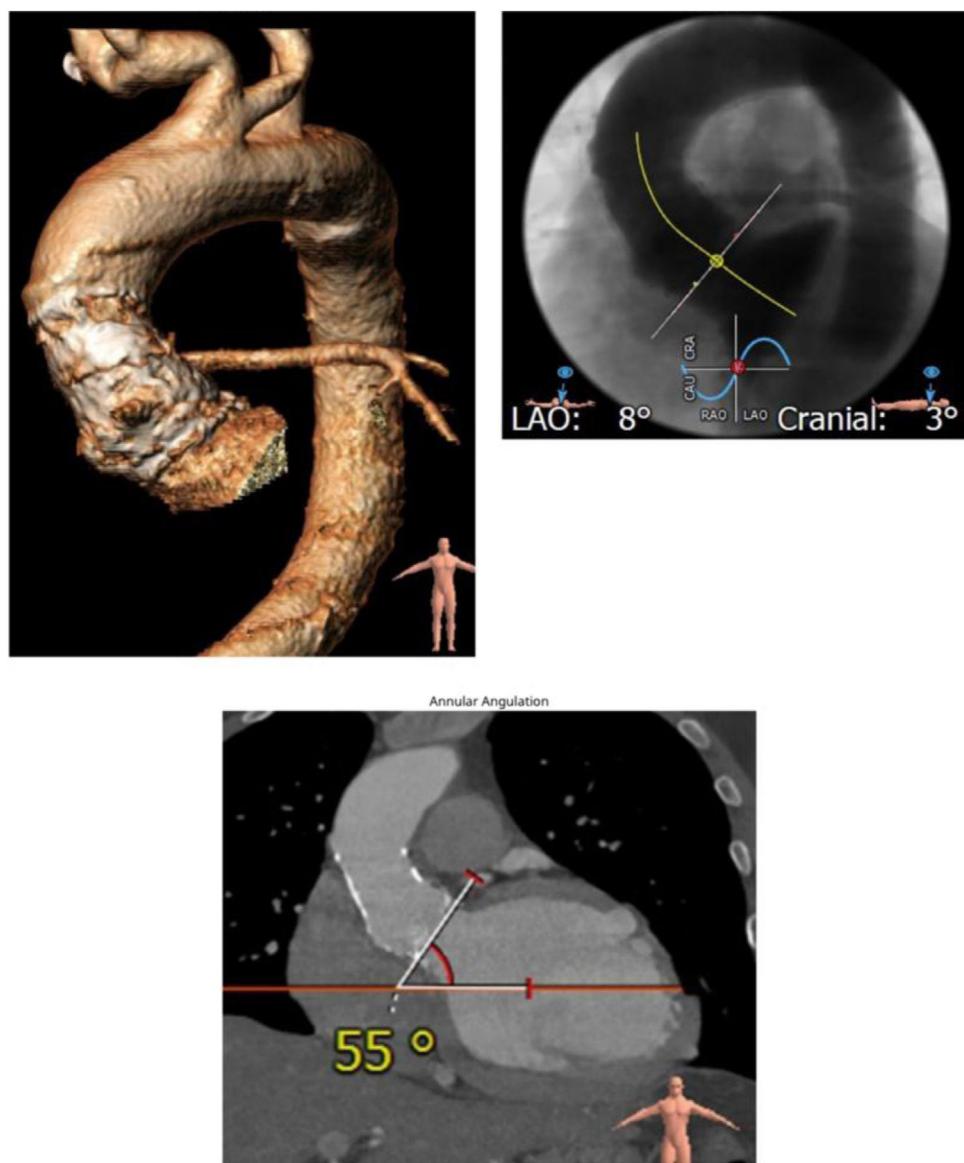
Planeación preoperatoria evaluando los diámetros de toda la aorta con la angiotomografía computarizada.
